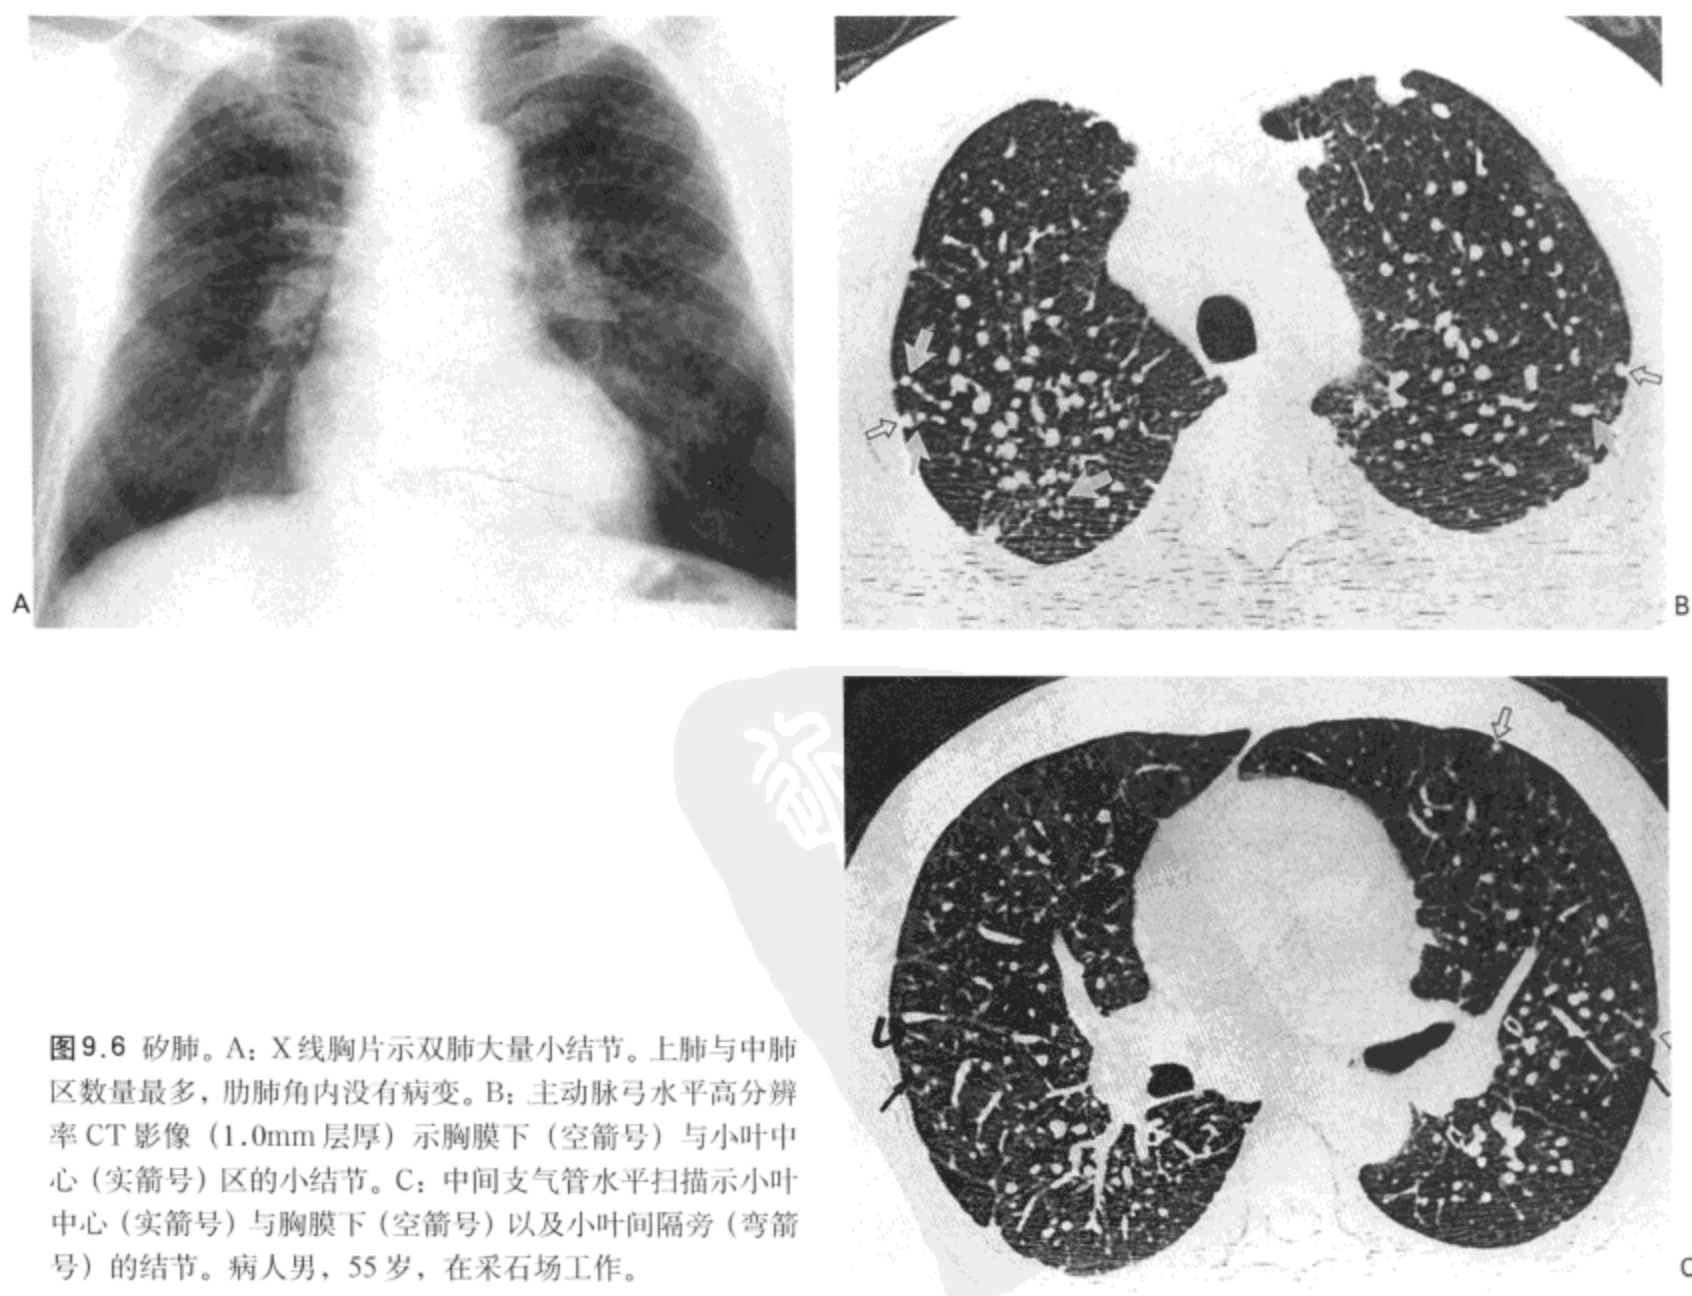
矽肺。A：X线胸片示双肺大量小结节。上肺与中肺区数量最多，肋肺角内没有病变。B：主动脉弓水平高分辨率CT影像（1.0mm层厚）示胸膜下（空箭号）与小叶中心（实箭号）区的小结节。C：中间支气管水平扫描示小叶中心（实箭号）与胸膜下（空箭号）以及小叶间隔旁（弯箭号）的结节。病人男，55岁，在采石场工作。
